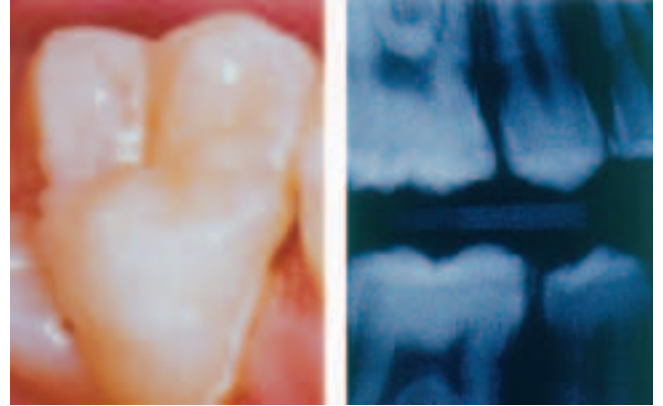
links Mesiopalatinale Ansicht von Zahn 16, bis nach palatinaldurchgehender verfärbter Demineralisationsstreifen; rechts: Röntgenbefund, D3-Läsion, Lokalisation der Schmelzkaries in Höhe des Approximalkontaktes
